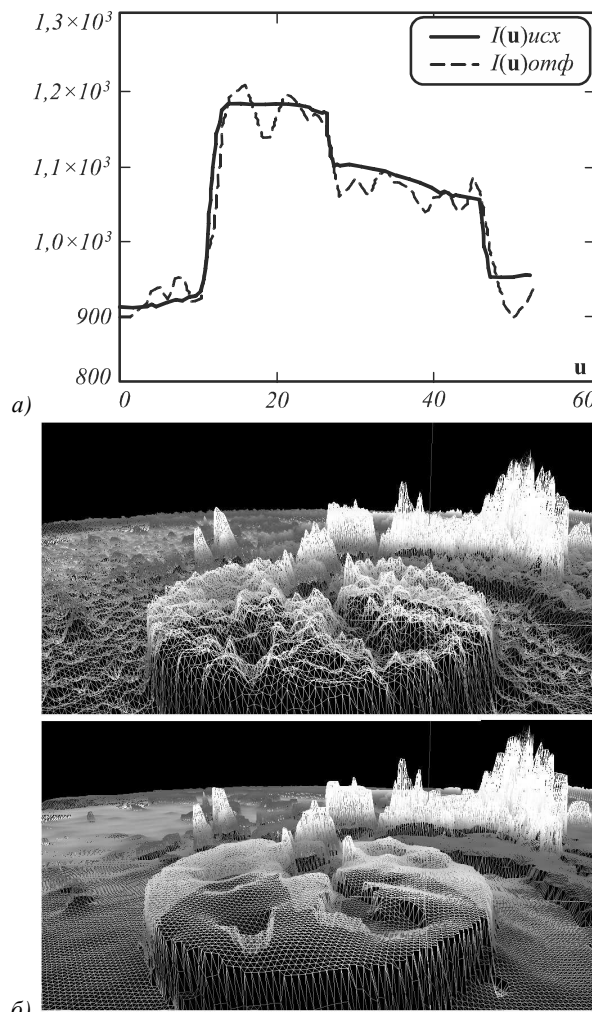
Работа фильтра анизотропной диффузии: а) для одномерного среза (сплошной линией обозначено исходное изображение, пунктиром – отфильтрованное); б) для одного 2D-среза, интенсивность отложена по оси OZ, верхний рисунок – исходный фрагмент изображения, нижний – изображение после фильтрации
